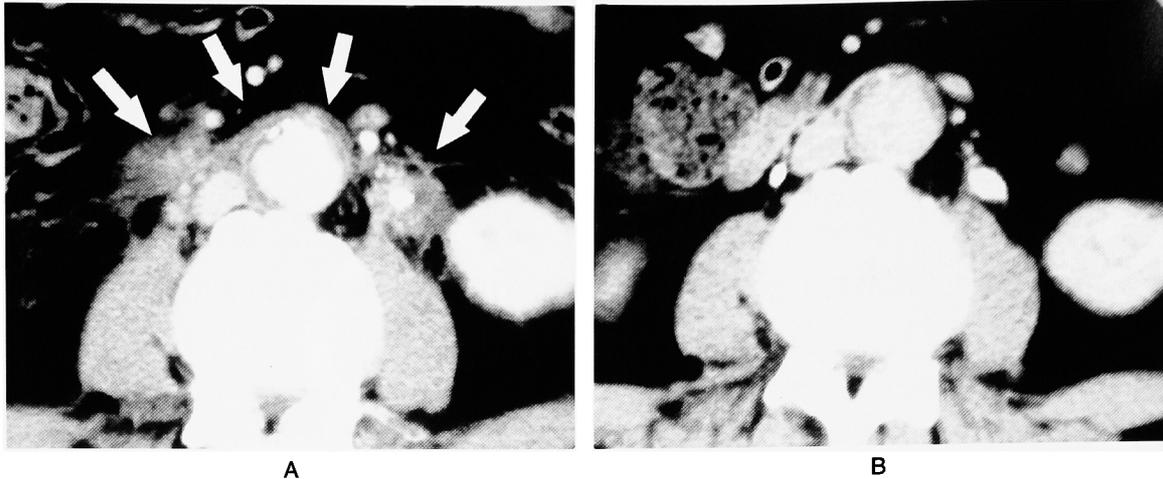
Abdominal CT before (Fig. 2A) and after (Fig. 2B) steroid therapy. The retroperitoneal soft tissue mass surrounding the bilateral ureters decreased after the treatment.
